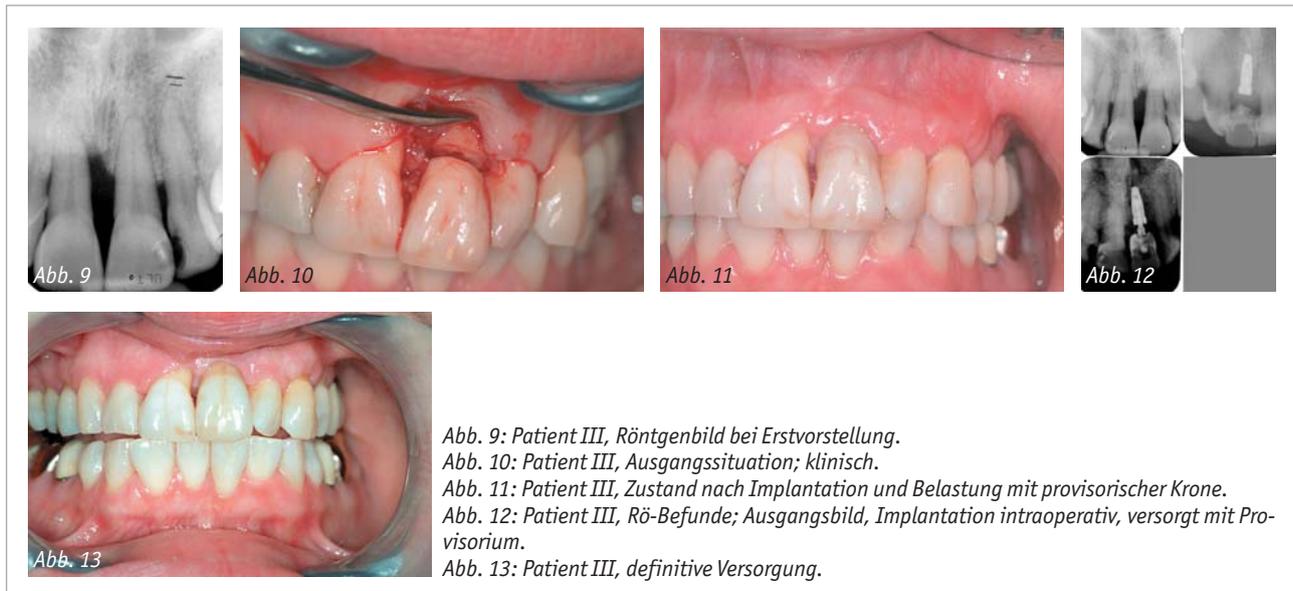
Patient III, Röntgenbild bei Erstvorstellung.
